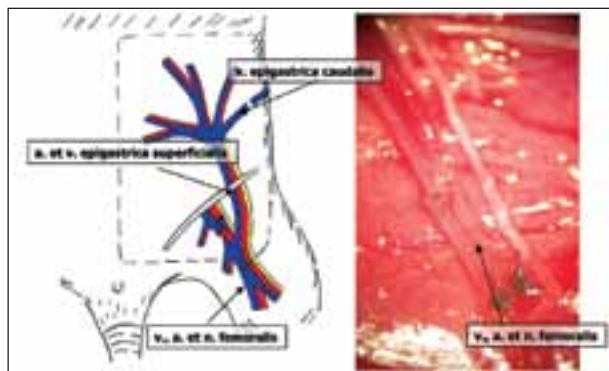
Несвободный артериализированный венозный эпигастральный лоскут «с усиленной артериальной перфузией»
